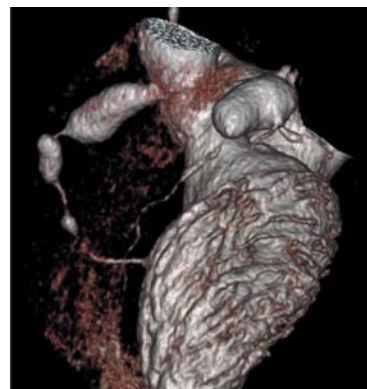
МСКТ: ГАКА у ребенка, заболевшего СК в возрасте 1 года 3 месяцев.
